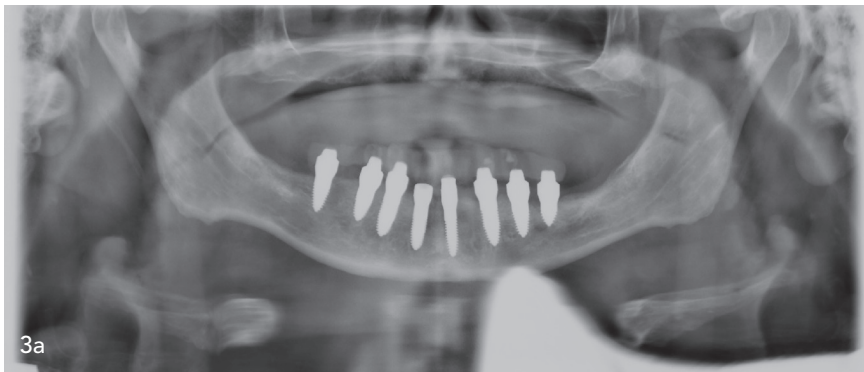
Kontrollröntgen mit den inzwischen acht fest eingeeilten Implantaten (a). Nach der Abnahme des Provisoriums offenbart die Gingiva absolut reizlos eingeeilte Implantate. Nun konnten die Implantatabutments wie natürliche Zähne für die Aufnahme der späteren Versorgung präpariert und mit einem Provisorium versorgt werden (b+c). – Abb. 4a–c: Das Langzeitprovisorium aus VITA CAD-Temp multiColor wird einprobiert und für circa sechs Monate belassen. So konnten wir die Feinjustierungen aus dem natürlichen Einschleifprotokoll in die definitive Arbeit übernehmen, sodass sich diese von Beginn an nie als Fremdkörper für den Patienten anfühlten.
